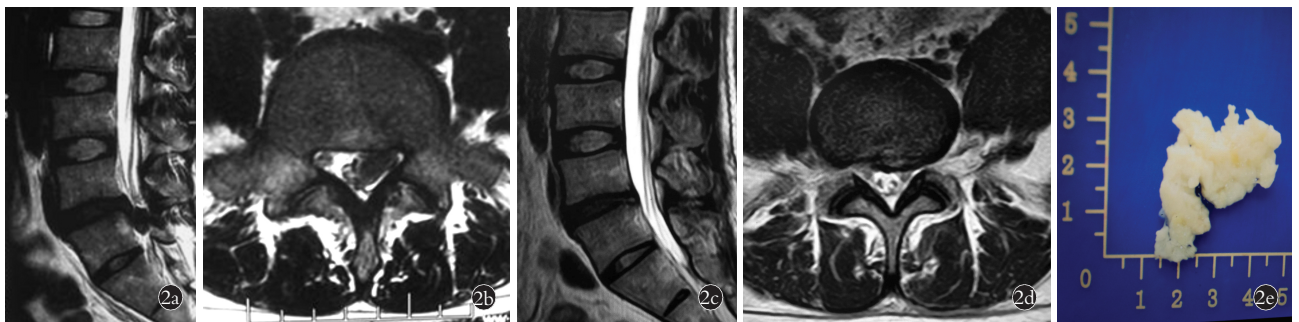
患者,男,38 岁,巨大型 L_{4,5} 腰椎间盘突出症 2a,2b. 术前外院 MRI 示 L_{4,5} 突出髓核组织巨大,马尾神经 Schizas 分级 D 级 2c,2d. 末次随访,髓核组织彻底摘除,马尾神经 Schizas 分级 A 级 2e. 术中摘除髓核组织
